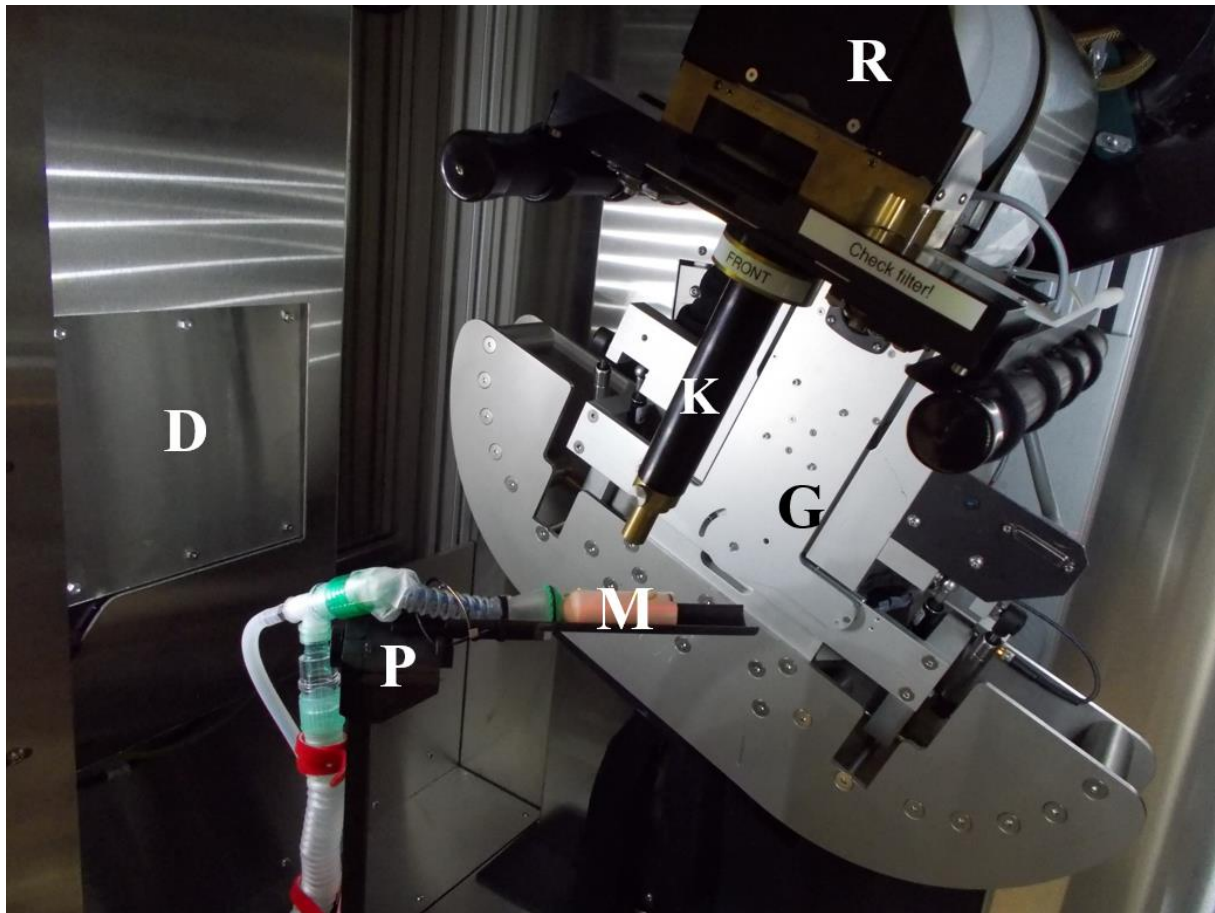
Zu sehen ist der Aufbau des SARRP zur Bestrahlung einer Maus. Zu erkennen ist die Gantry (G) und die darauf montierte Röntgenquelle (R), auf der für die Bestrahlung ein Kollimator (K) befestigt ist. Die Maus (M) befindet sich hierbei auf dem Mausbett mit einer Verneblungsanlage zur Narkose, das auf einer verschiebbaren und rotierbaren Plattform montiert ist. Der Detektor (D) wird für die Bestrahlung nicht verwendet und ist hier abgedeckt.
